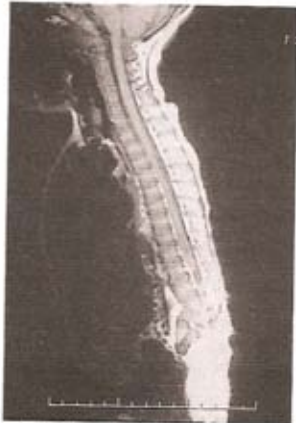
RM - IPT1. Corte sagital
